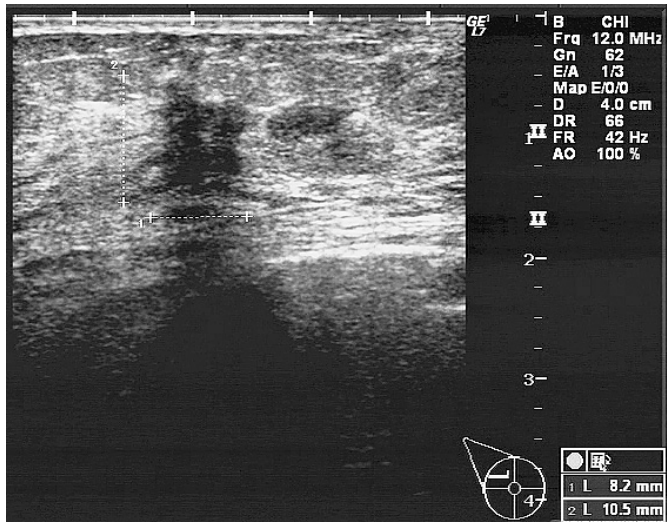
Mammary ultrasonography: An irregular-shaped mass lesion with distortion was observed in the C area of the right breast.
